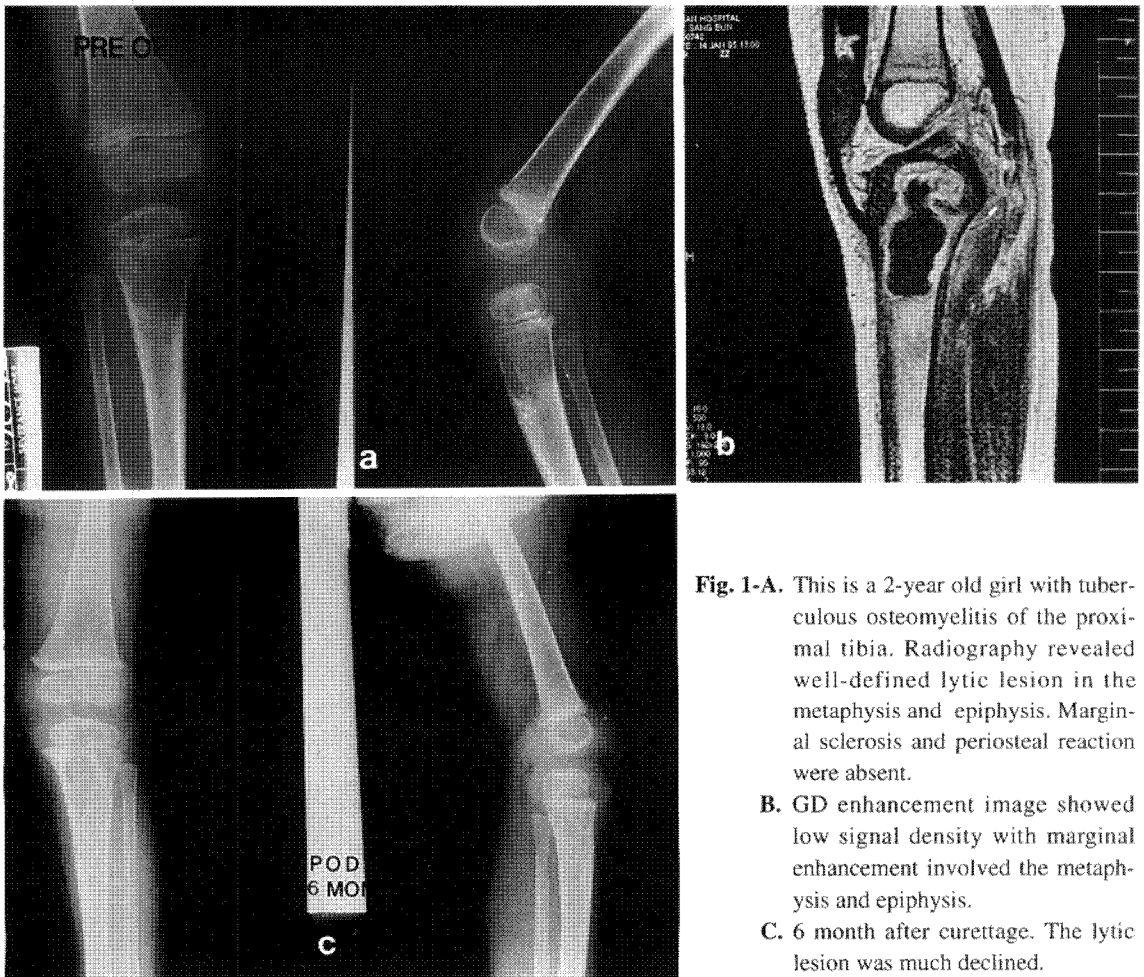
This is a 2-year old girl with tuberculous osteomyelitis of the proximal tibia. Radiography revealed well-defined lytic lesion in the metaphysis and epiphysis. Marginal sclerosis and periosteal reaction were absent.
